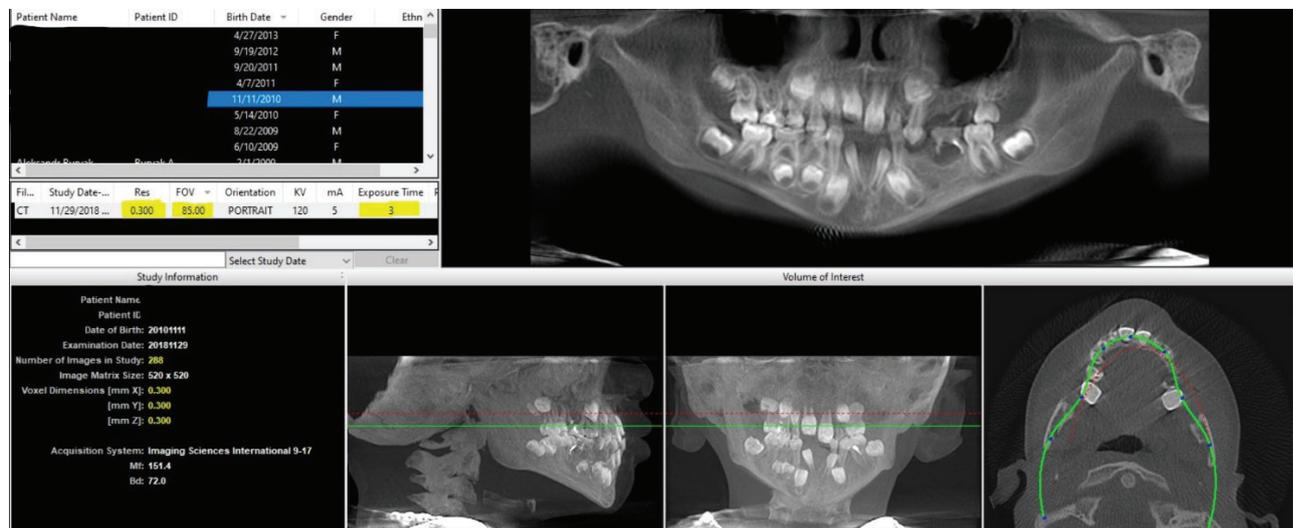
Реконструированные панорамная, боковая и фронтальная рентгенограммы по данным КЛКТ в режиме сканирования с EDS и FOV - 8,5 см
